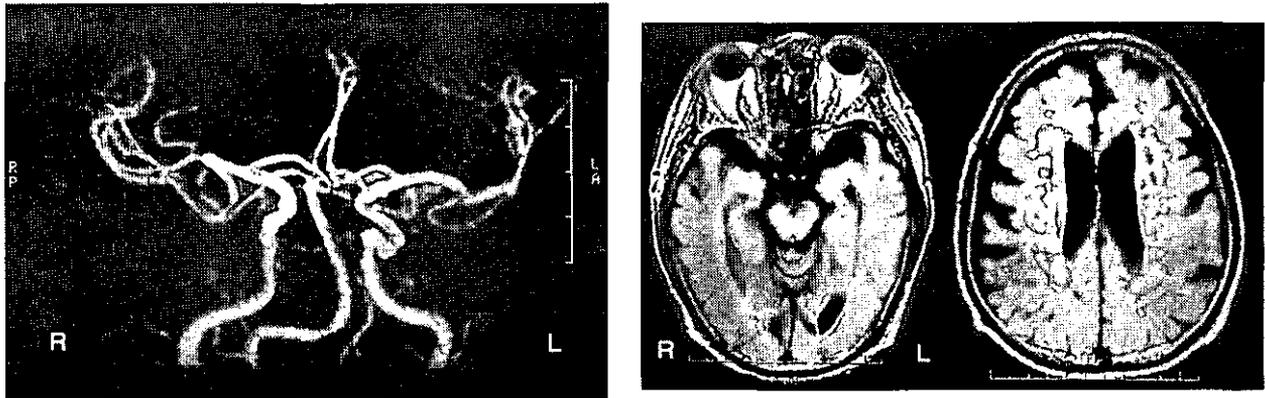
症例3の頭部MRA (左: 2002年7月25日), MRI (右: 2002年10月23日)
